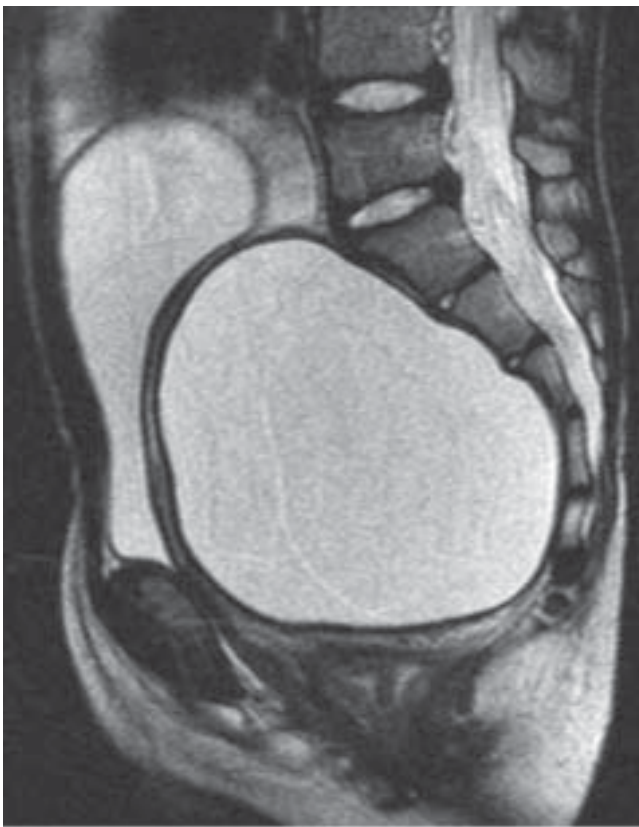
Coupe sagittale IRM en séquence pondérée T2.
